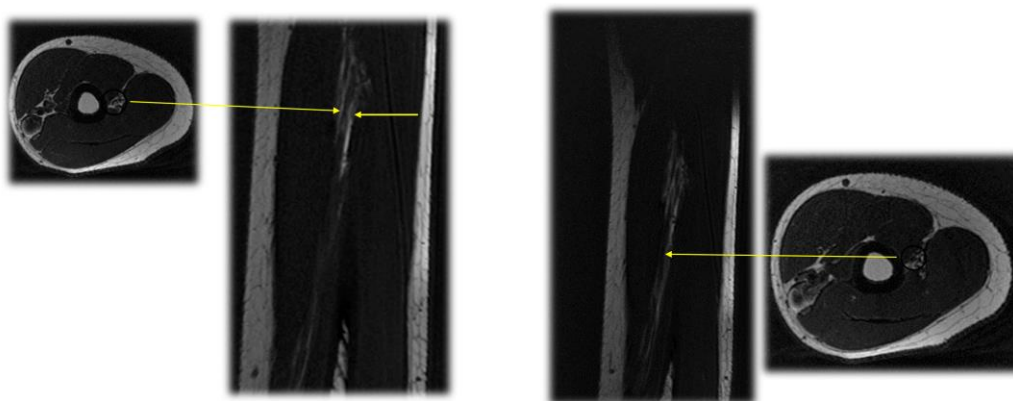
Пациент С. 17 лет. МРТ - косо ориентированные Cor T2 взвешенного изображения лучевого нерва слева. Желтыми стрелками указа неполная фокальная констрикция левого лучевого нерва.
